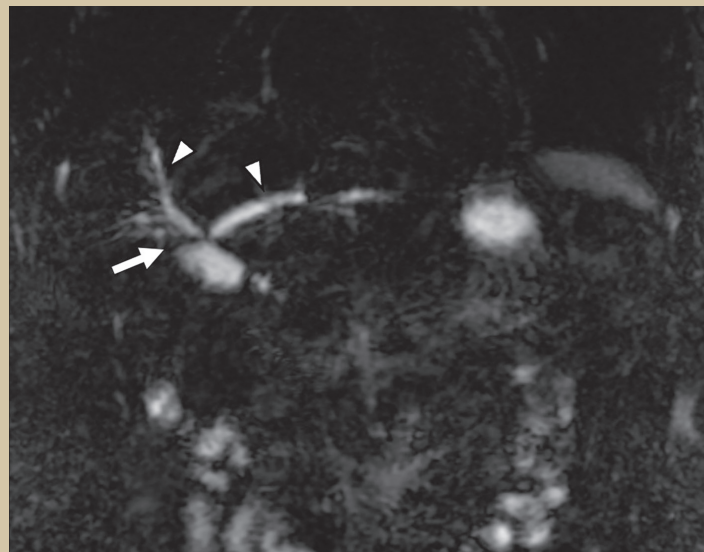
RM coronal T2 finos
